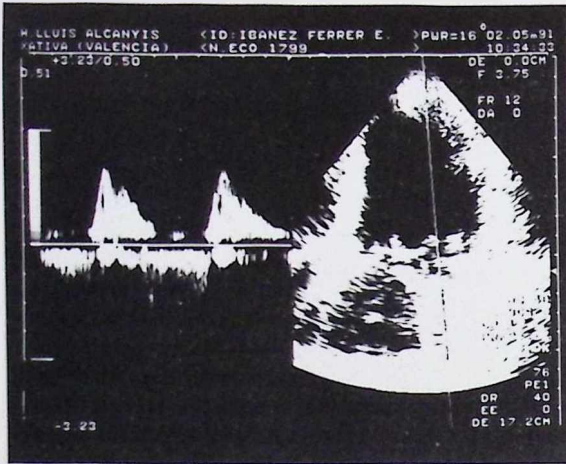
Registro de Doppler continuo en la posición apical de cuatro cavidades situando el curso en la dirección del flujo mitral. Se observa un flujo holosistólico de insuficiencia mitral.
